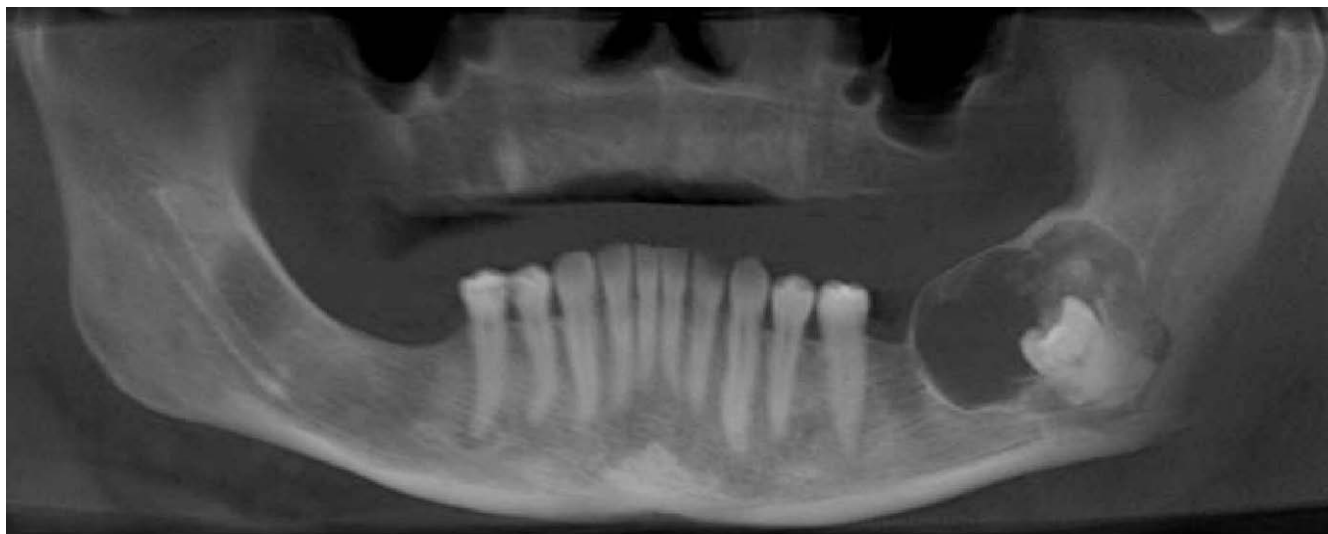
Cone beam: Lesión de radiolucidez mixta y bordes corticalizados en la zona del ángulo mandibular izquierdo en relación a diente incluido. Dimensiones aproximadas: longitud: 3,5 cm; altura: 2,5 cm; anchura: 2 cm. Los cortes sagitales muestran expansión de las corticales óseas y desplazamiento inferior del nervio alveolar.
